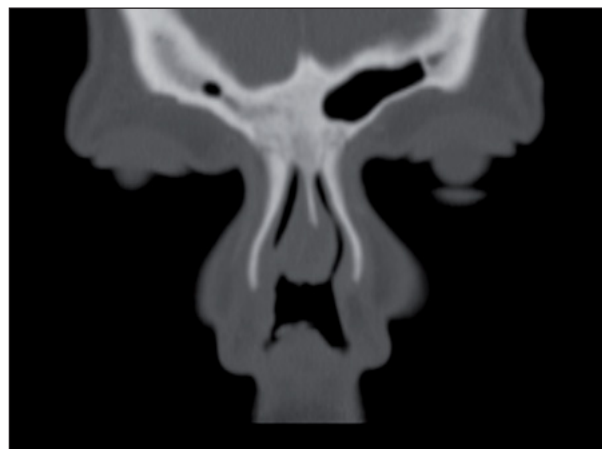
Tomografía computarizada craneofacial, corte transversal: perforación septal en paciente consumidor de cocaína
